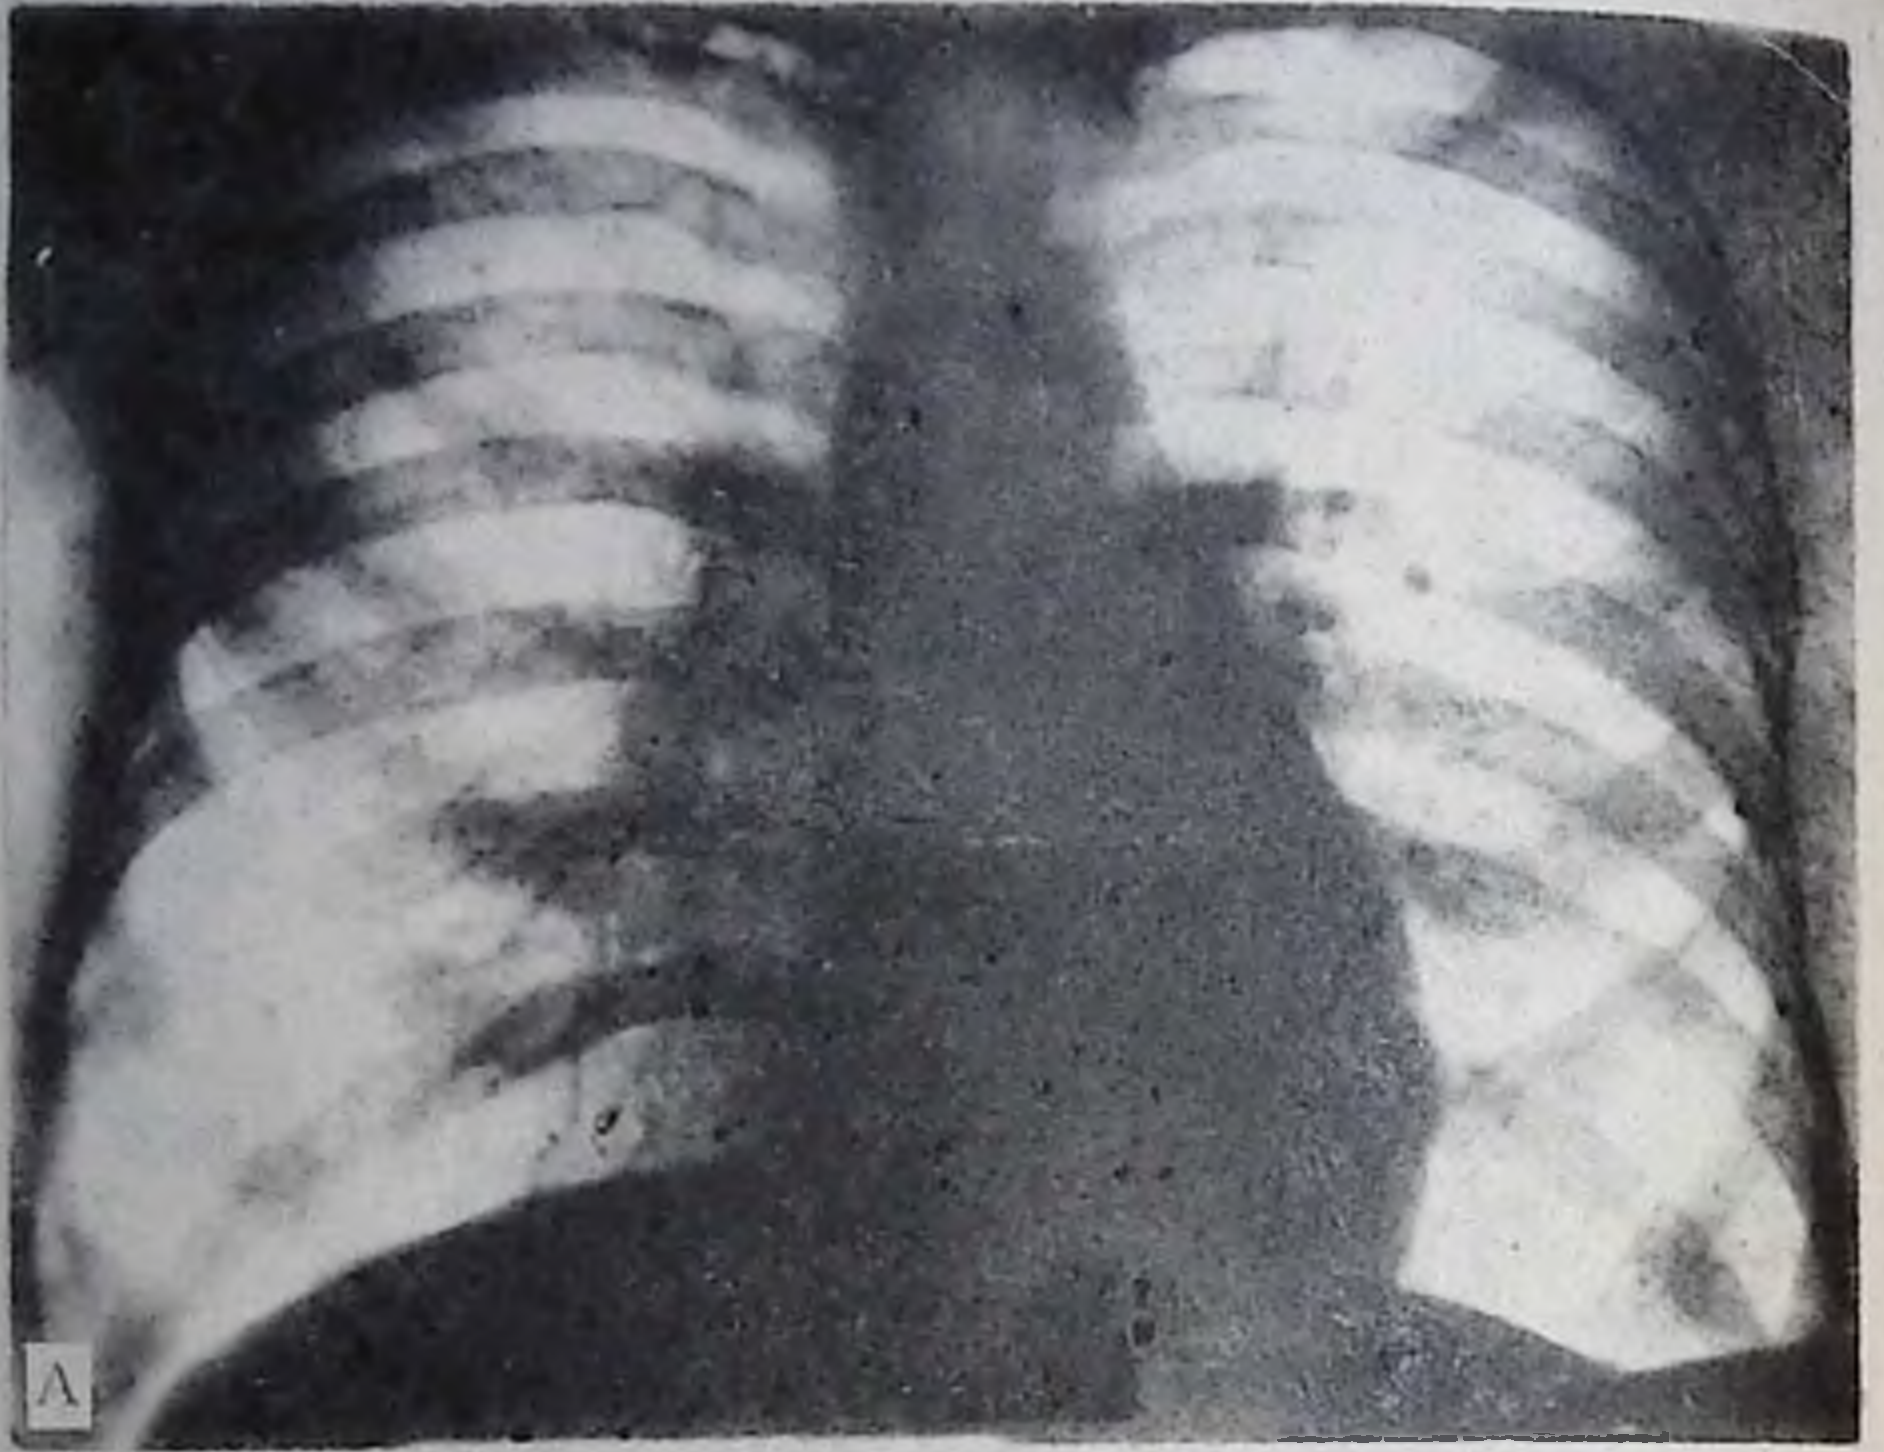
Рентгенограммы сердца
